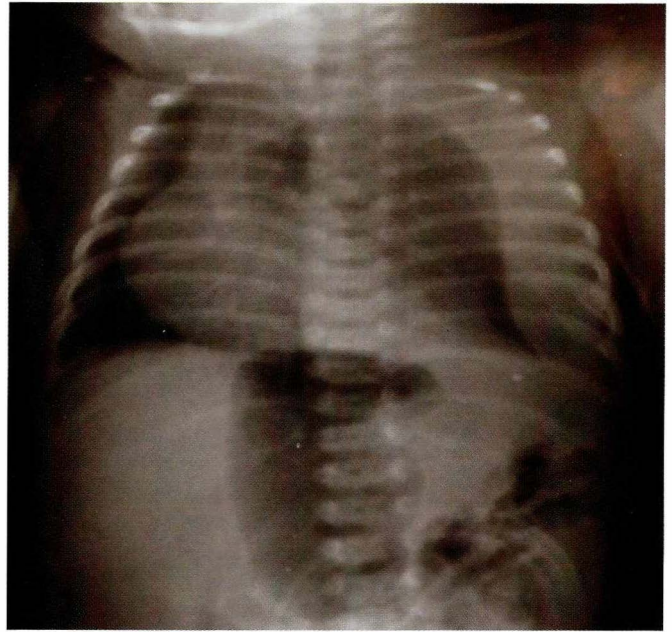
Radiografía de tórax con el líquido en la cavidad pleural izquierda.
